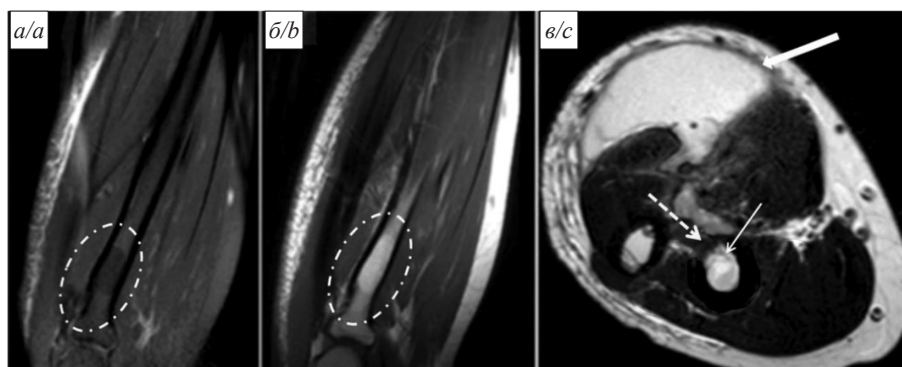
МРТ при БЦЖ-остеомиелите лучевой кости.
